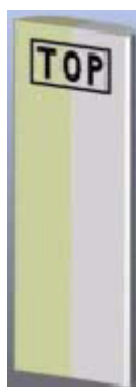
Fantoma* de referência utilizado no sistema *CT SOMATOM Espirit* da Siemens com uma porção de hidroxiapatite de cálcio, para cálculo da BMD, e de água, para realização da calibração dos valores de atenuação [55].
